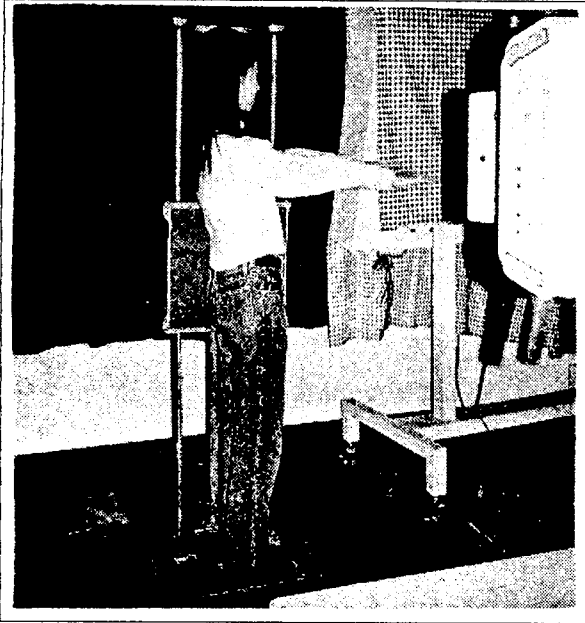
The method of taking X-ray. The trunk is straight, arms are elevated 90°, eyes looking forward.
